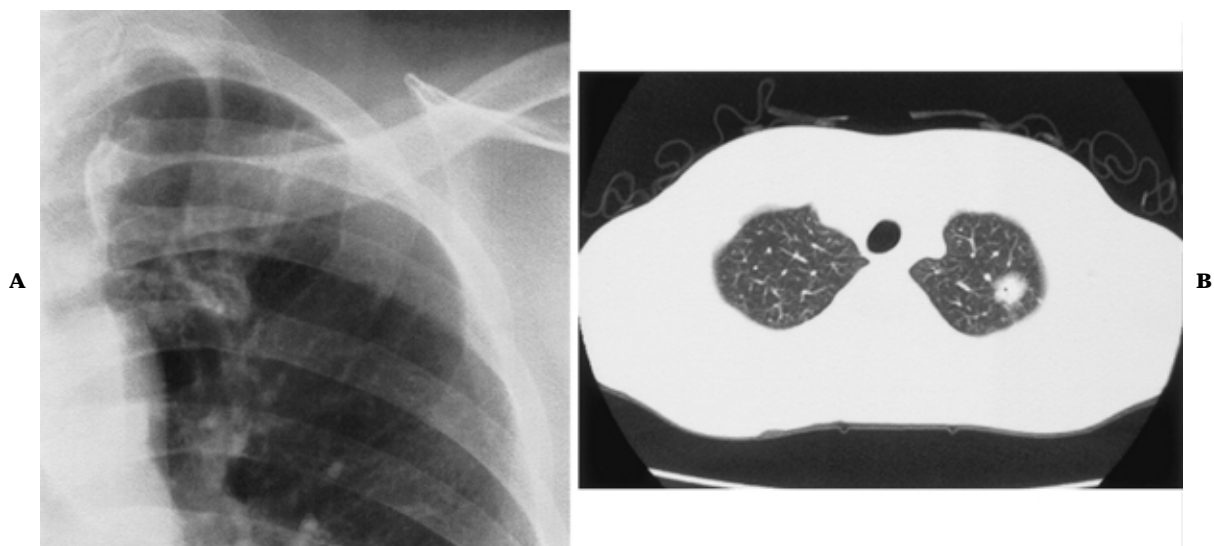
Case 1. A. Chest X-ray film showing no tumor shadow. B. Chest CT showing a small nodular shadow in the left S¹⁺²a.
